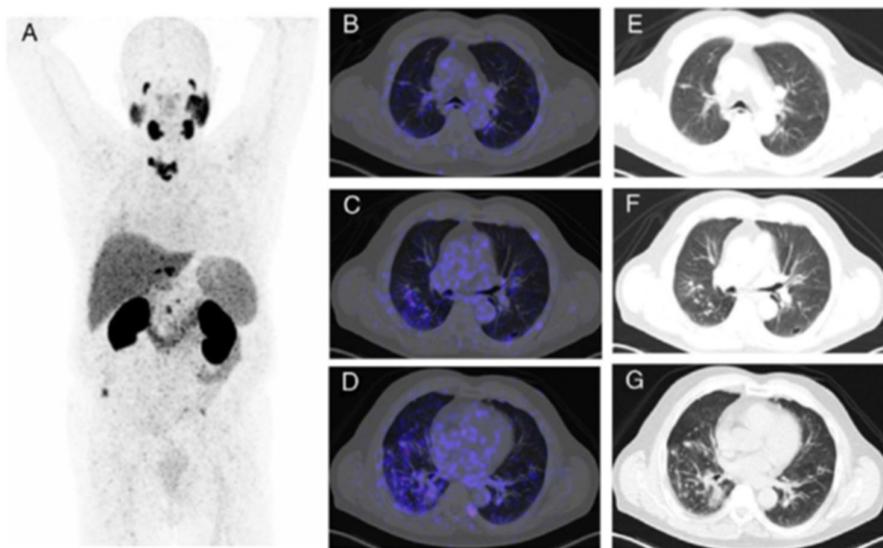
Evaluación de los resultados del tratamiento. Imágenes obtenidas mediante PET/CT usando ^{68}Ga -PSMA-11 en febrero de 2019. (A) Imagen de la proyección de máxima intensidad. (B, C y D) Imágenes axiales de fusión PET/CT. (E, F y G) Imágenes axiales obtenidas mediante CT. Todas ellas confirman regresión completa de las metástasis de pulmón.
